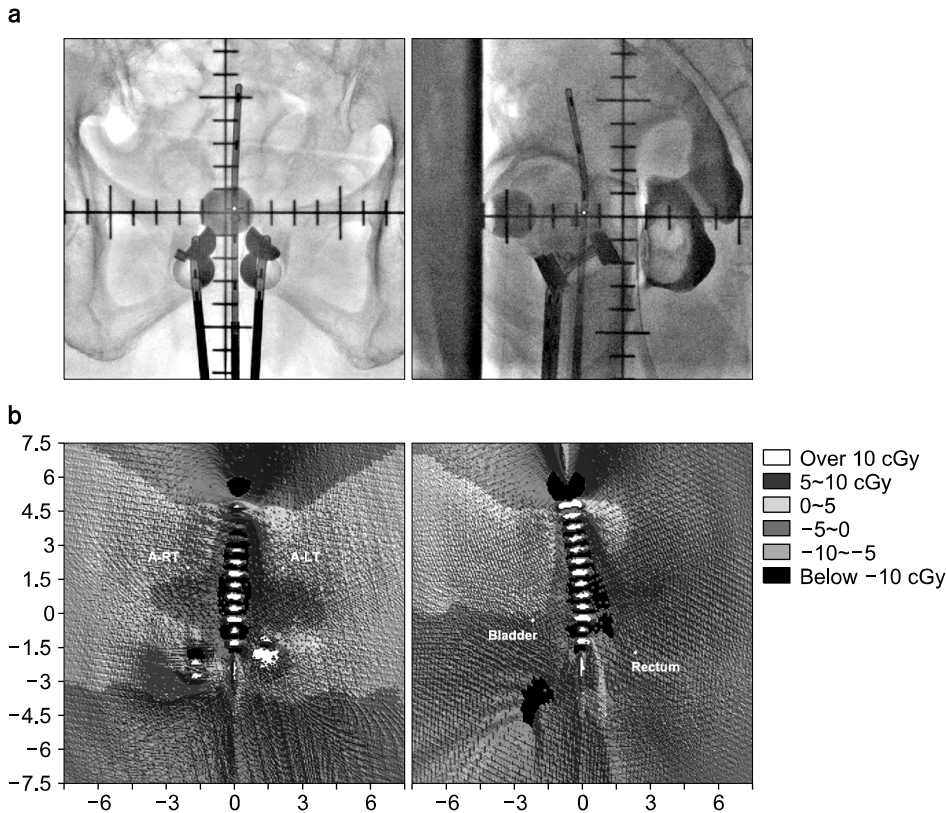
In case of patient 1, (a) the orthogonal radiograph with applicators and dummy sources and (b) the subtraction map of the calculated dose between using the Varian HDR new ¹⁹²Ir source and the microSelectron HDR classic ¹⁹²Ir source in condition of a same prescription dose (500 cGy) at point A. Color coding by dose difference of 5 cGy were used.
